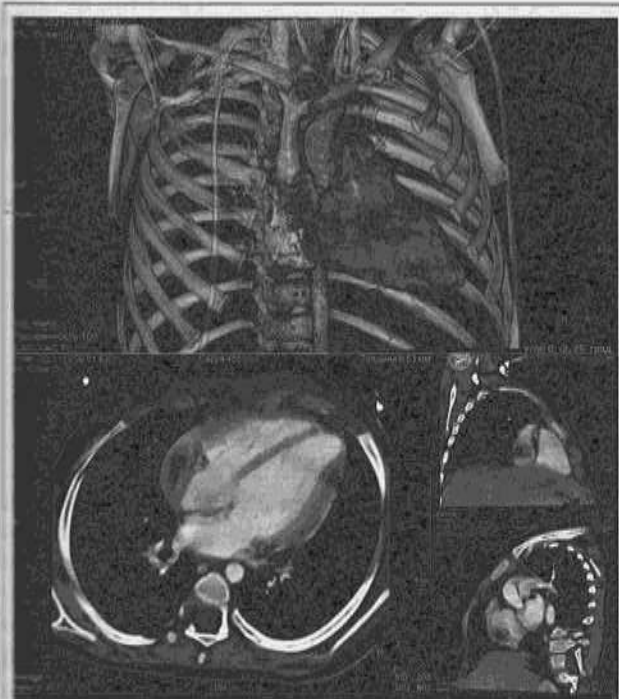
МСКТ области груди у пациентки Г.: признаки кистовидного образования вдоль правых камер сердца, жиросодержащее образование на уровне желудочко-предсердного перехода справа.
